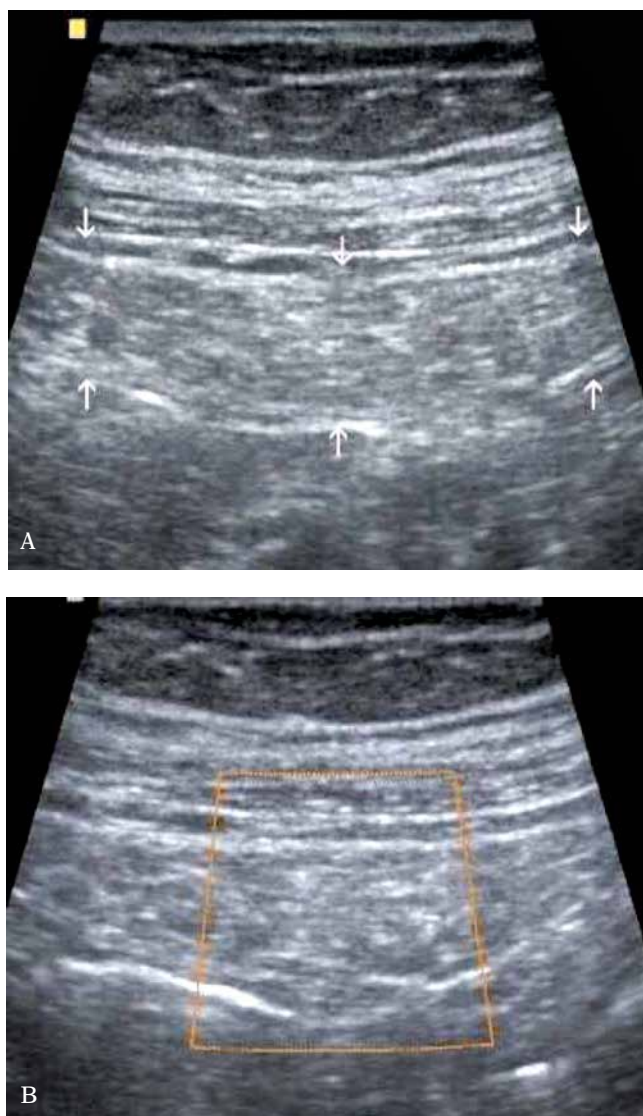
A. The transverse view of the right lumbar region presents infarction of the greater omentum (arrows). B. The same axis as in Fig. 4 A. Color Doppler set to detect slow flows does not show any vascularity
